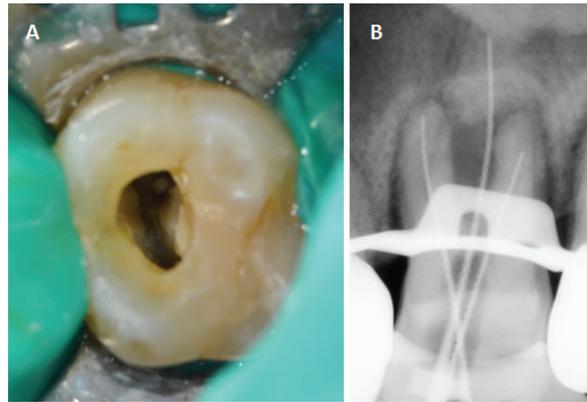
A. 치수강 개방 후 임상 사진. 과사된 치수가 관찰된다. B. 근관장 측정 구내 방사선 사진.
